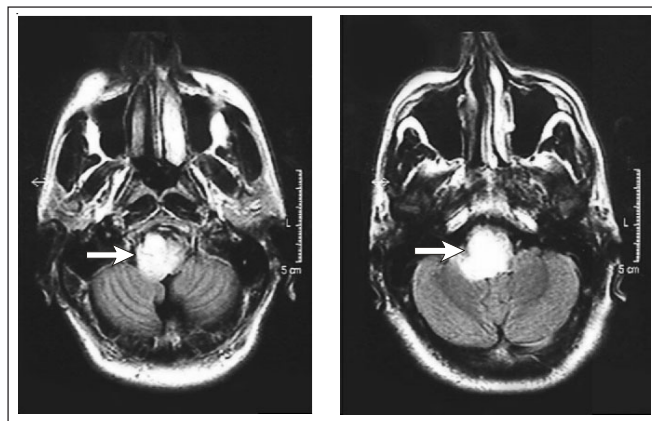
Cortes axiais na ressonância magnética de crânio evidenciando lesão expansiva do tronco cerebral se estendendo do pedúnculo cerebelar direito e porção superior da ponte até a junção bulbomedular. Importante observar que o tumor invade quase toda área seccional do tronco cerebral (seta).
